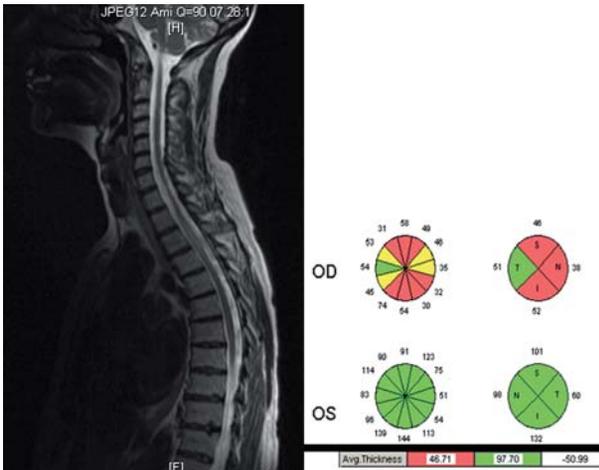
Paciente con LES que sufrió una neuritis retrobulbar OD con AV final de cuenta dedos. Izquierda: RM de columna mostrando mielitis de T2 a T4. Anticuerpos NMO negativos. Derecha: OCT: Adelgazamiento significativo severo de la CFNR en OD.
